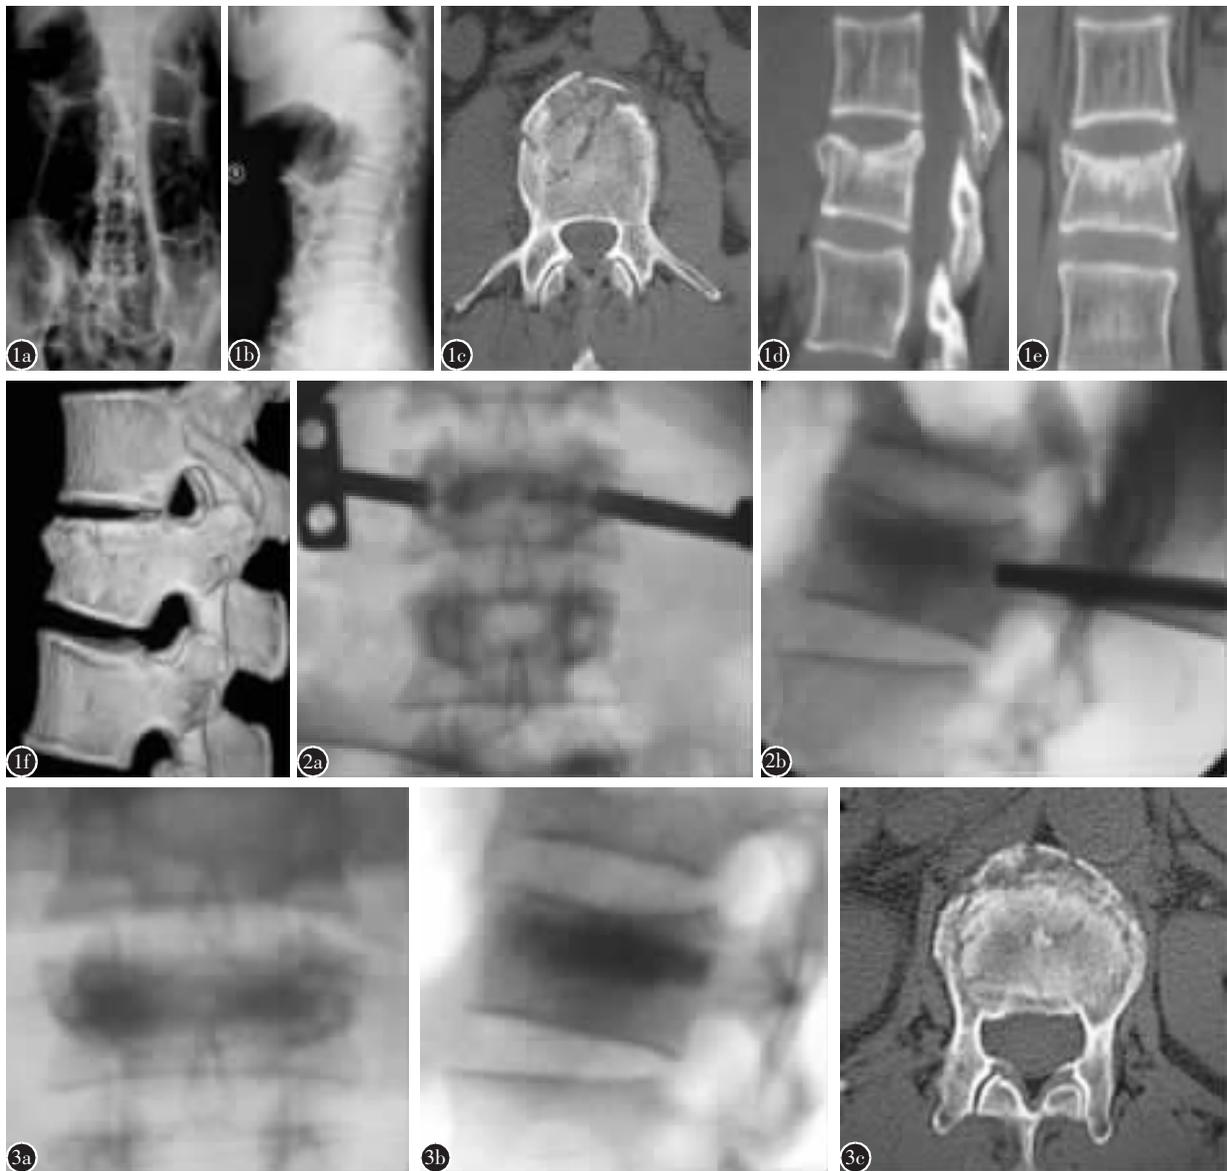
患者女性, 54 岁 术前正侧位 X 线片(a、b)、CT 平扫(c、d、e)及三维 CT 重建(f)示 L1 椎体压缩 1/3, 椎体后壁完整
